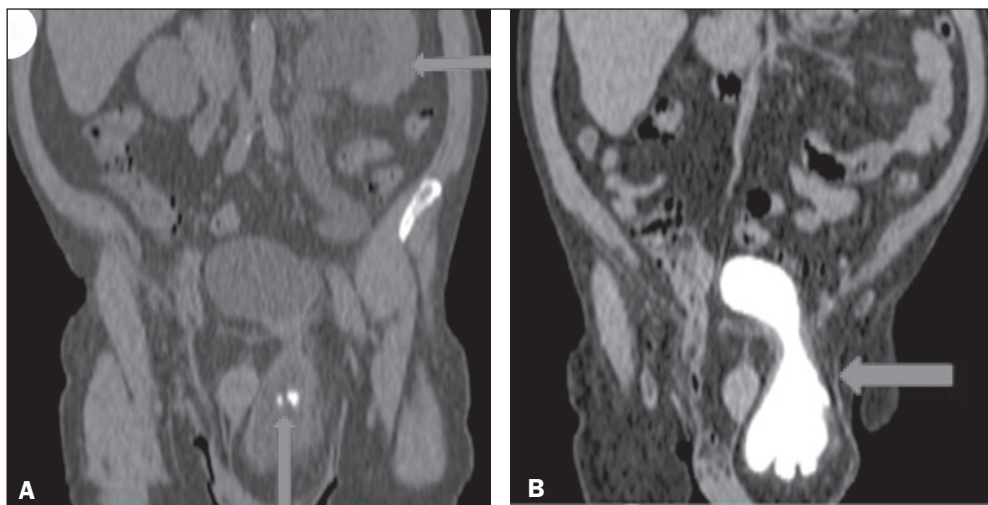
A: TC com reconstrução coronal mostrando herniação inguinoescrotal esquerda da bexiga com um cálculo no seu interior e outro na JUV (visto na US), com estase, dilatação e tortuosidade da via excretora a montante (setas). B: TC, fase tardia em reconstrução coronal, confirmando hérnia inguinoescrotal esquerda da bexiga (seta).
